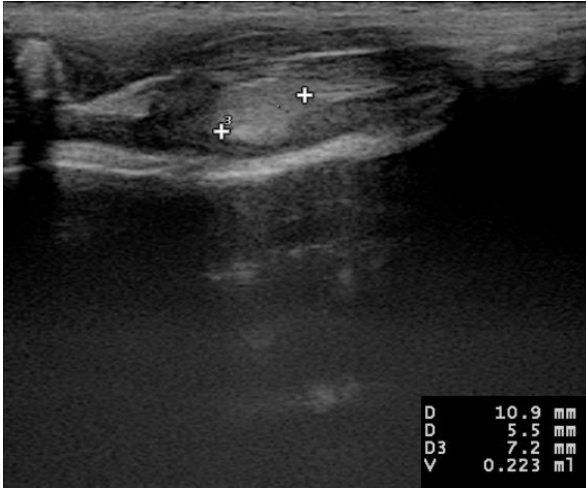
Grup L1 Postoperatif 1. Gün USG
